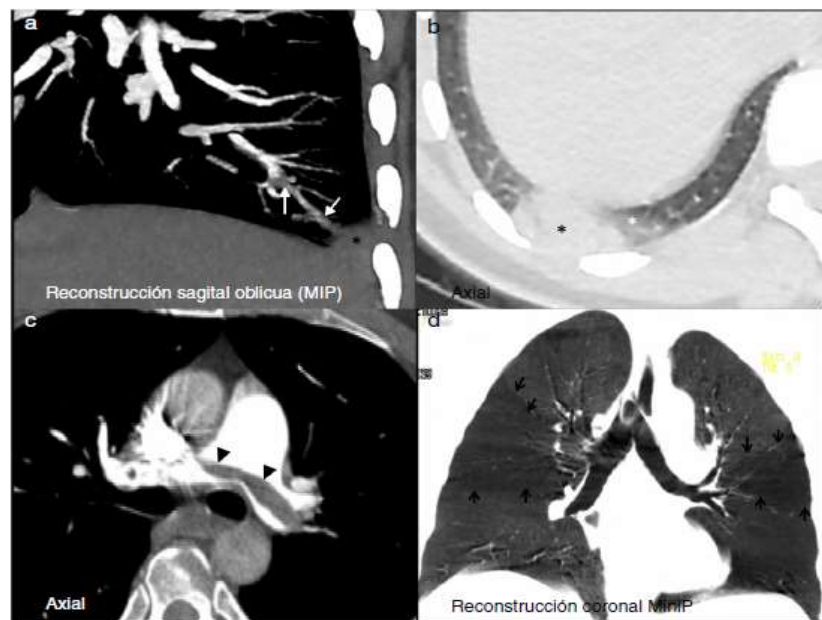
Hallazgos en imágenes de angio-TC de arterias pulmonares asociados a la tromboembolia pulmonar (TEP) aguda. a y b) Mujer en tratamiento con anticonceptivos hormonales orales, con TEP aguda en la arteria segmentaria posterobasal derecha (flecha blanca en a), con una consolidación periférica, hipodensa, con vidrio deslustrado adyacente (asterisco blanco en b), distal a la arteria trombosada, compatible con infarto pulmonar (asteriscos negros en a y b). c y d) Varón con TEP “en silla de montar” (cabezas de flecha en c) y patrón en mosaico pulmonar (d) con áreas de menor atenuación (flechas negras) por la menor perfusión secundaria a la TEP.
